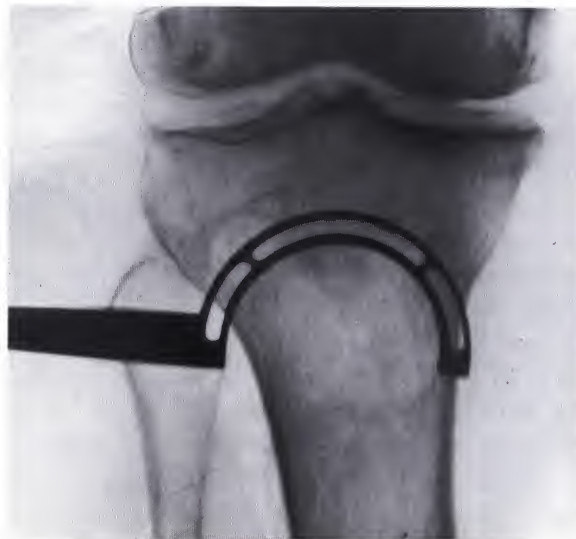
Radiographie peropératoire
